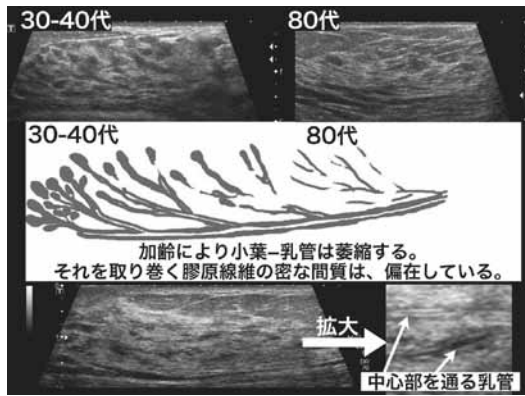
膠原線維の密な間質は、小葉-乳管に偏在して取り巻いている。従って、USでは途切れる様に見える、虎柄や豹紋や斑状に見える(上写真)。しかし、実際には全ての等エコー構造物の中心部には乳管が走行している(下写真)(文献3より引用改変)。
